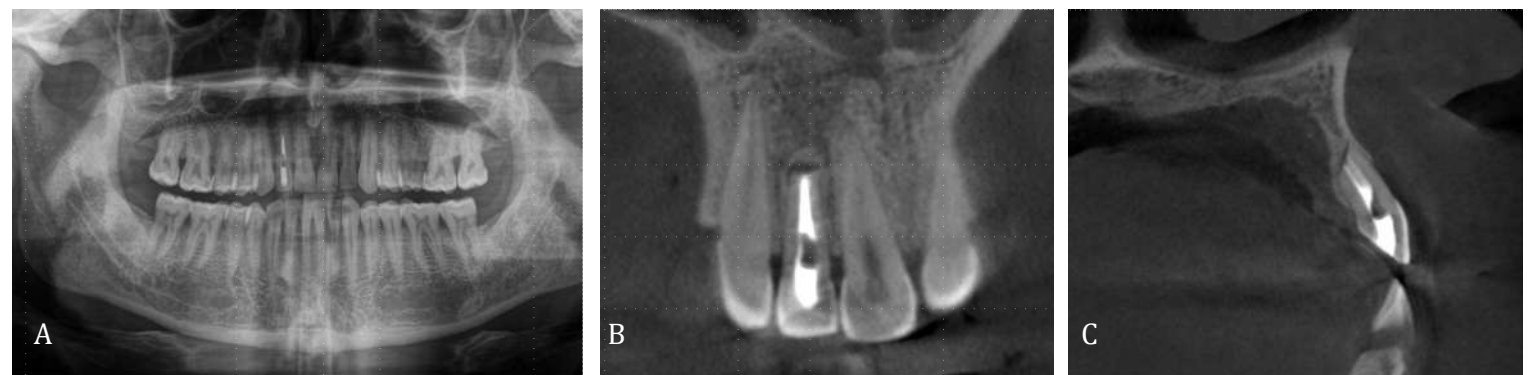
Aspect radiologic peste 1 an: A. OPG; B. CBCT secțiune longitudinală; C. CBCT secțiune sagitală.
